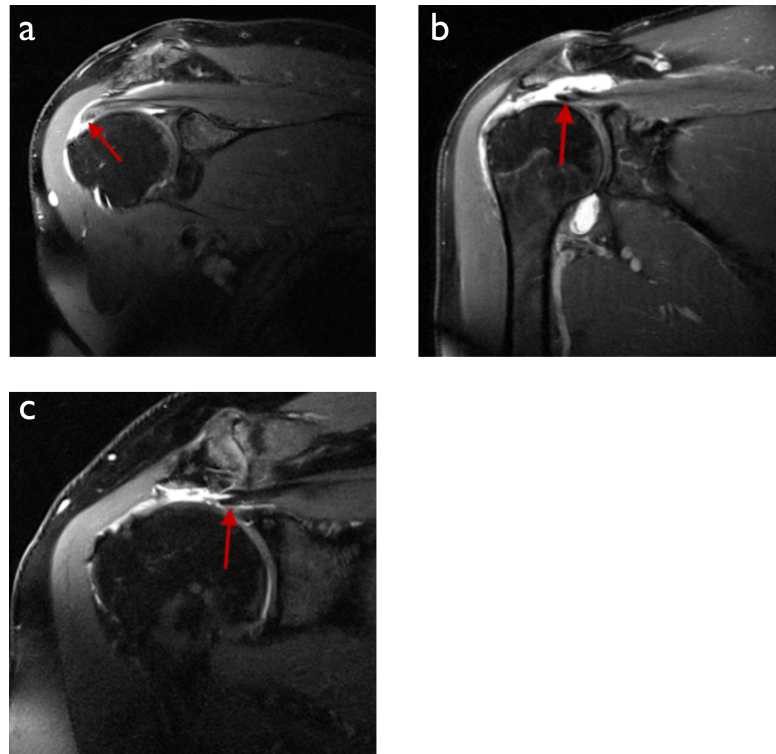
Parakoronare MRT-Aufnahmen in PD-Wichtung mit Darstellung der Retraktion nach Patte⁹⁹. Der rote Pfeil zeigt das distale Sehnenende. (a) Grad I, (b) Grad II und (c) Grad III.⁹⁹
